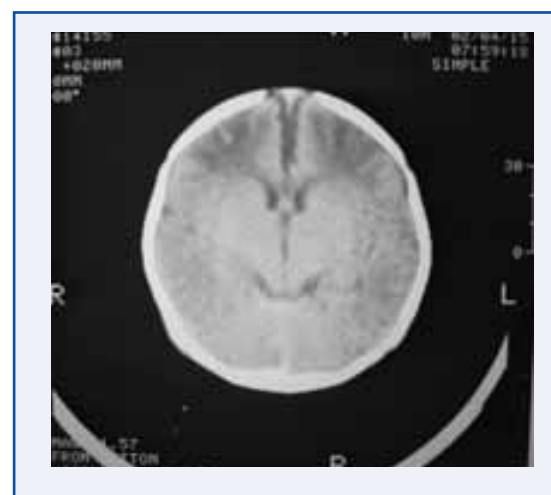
TAC CEREBRAL SIMPLE CON ZONAS HIPODENSAS EN AMBOS HEMISFERIOS CEREBRALES QUE TOMAN SUSTANCIA GRIS Y BLANCA CON PREDOMINIO FRONTAL, AUMENTO LIGERO EN LA AMPLITUD DE LA CISURA INTERHEMISFÉRICA. CASO 2.
